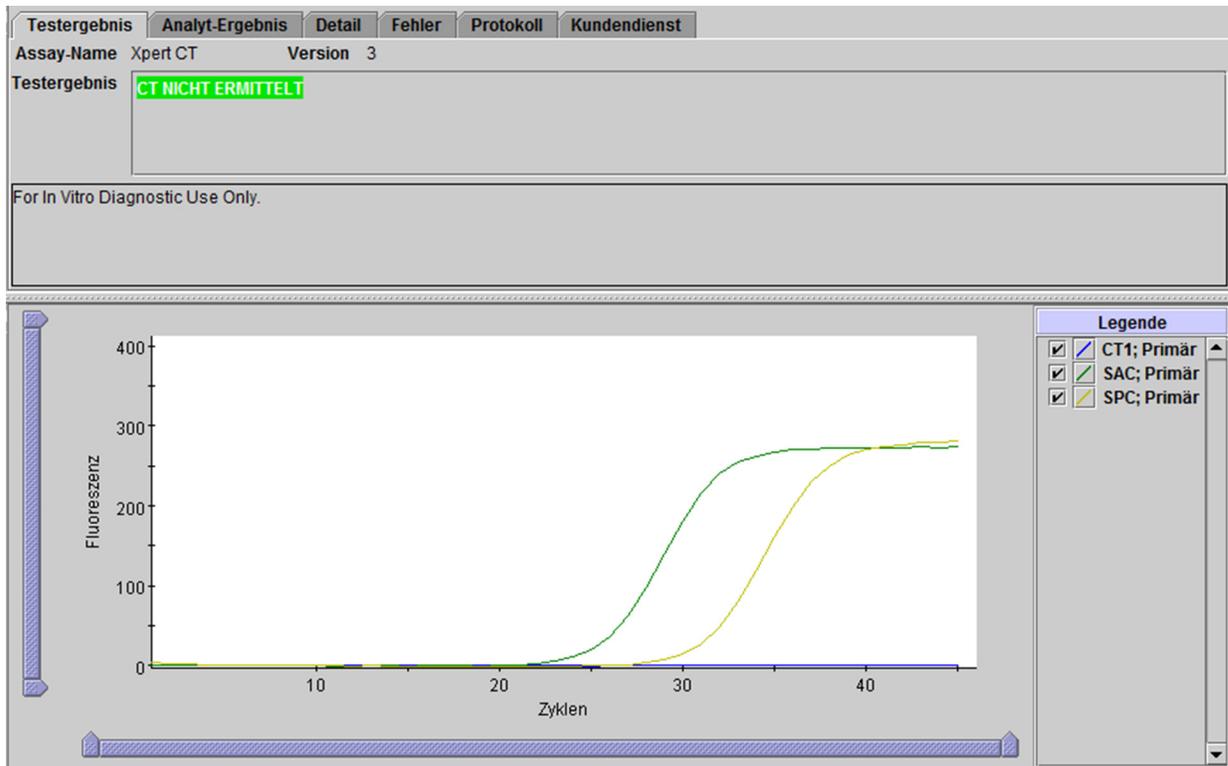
Ein Beispiel für das Ergebnis CT NICHT ERMITTELT
